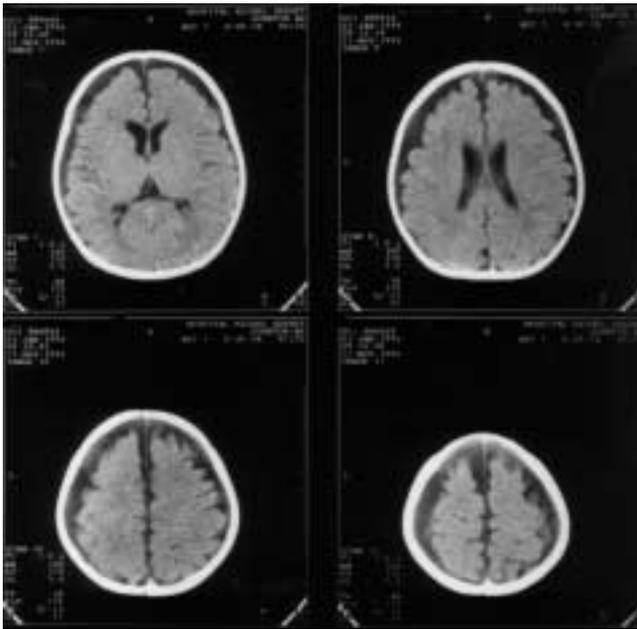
Segunda TAC craneal (27-11-96): se observa el desarrollo de evidente colección pericerebral.
